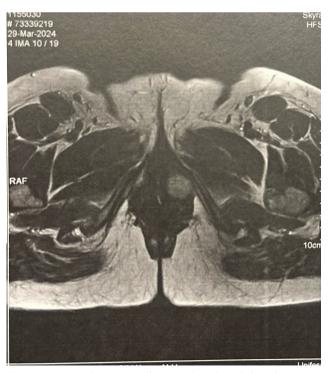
Ressonância Magnética Nuclear (RMN) da pelve (29/03/2024).
